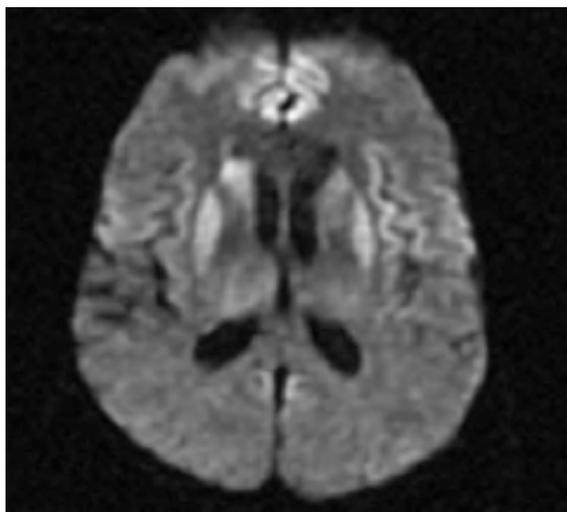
Resonancia Magnética Cerebral en secuencia de difusión
